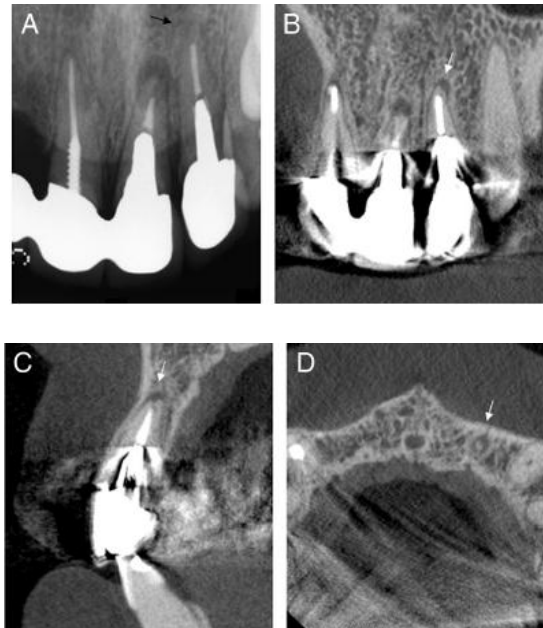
Incisivo lateral izquierdo superior. (A) No se observó lesión periapical en la radiografía dentoalveolar. (B) plano coronal, (C) plano sagital, y (D) plano axial con imágenes CBCT. Se observó una lesión periapical que se extiende a lo largo de la cara vestibular de la raíz (flechas blancas) <sup>21</sup>.
